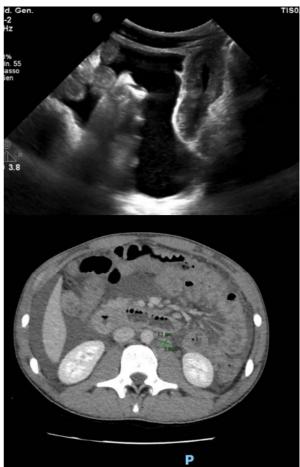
Ecografia che evidenzia un importante versamento addominale e in basso TC con diffuso ispessimento parietale dei tratti ileo-colici mostrati.
